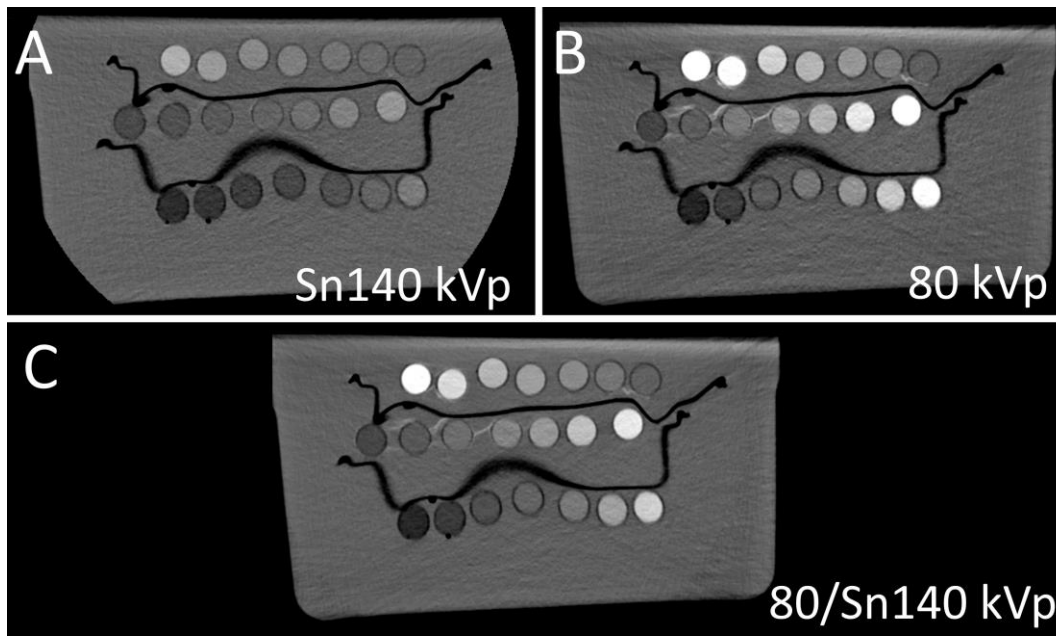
koronare Rekonstruktion des Phantoms B bei unterschiedlichen Röntgenspannungen: A: single energy 140 kVp mit Zinnfilter; B: single energy 80 kVp ohne Zinnfilter; C: dual source dual energy 140/80 kVp mit Zinnfilter
